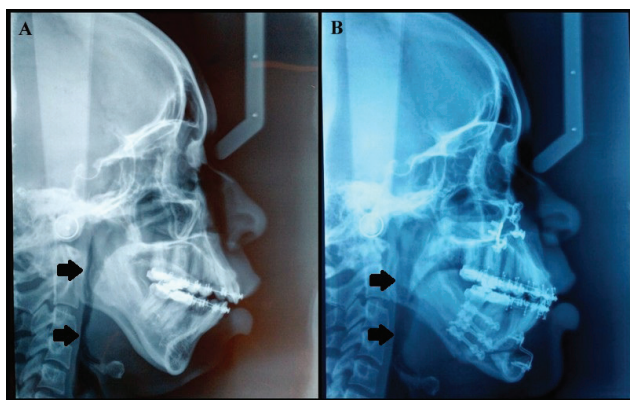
A - Telerradiografia lateral pré-operatória, B-pós-operatória.
